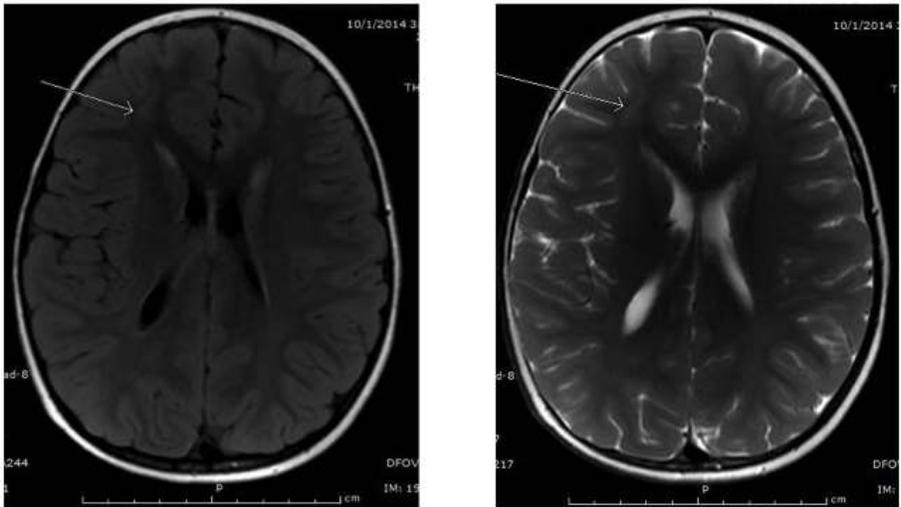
Signo del transmanto. Imágenes axiales FLAIR y T2 ponderado en la misma niña de 5 años de edad con extensión de la señal de anomalía a través del manto cortical (Signo del transmanto).
